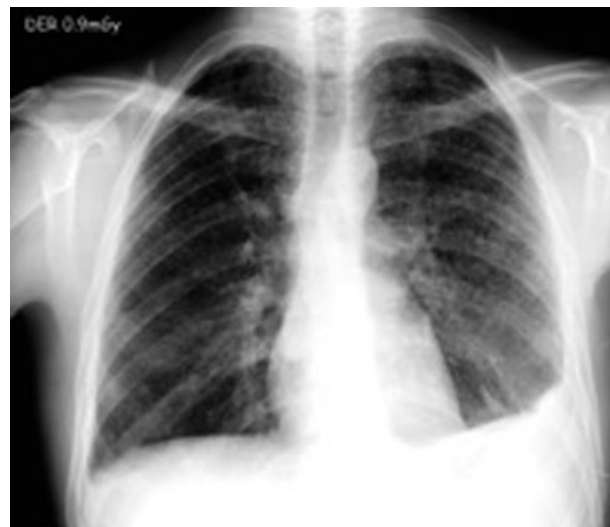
Radiografía frontal de tórax. Opacidades micronodulares difusas en ambos campos pulmonares.
